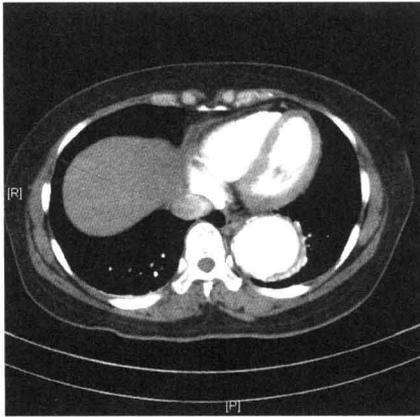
CT 横断面图像示意瘤腔内少量附壁血栓形成
